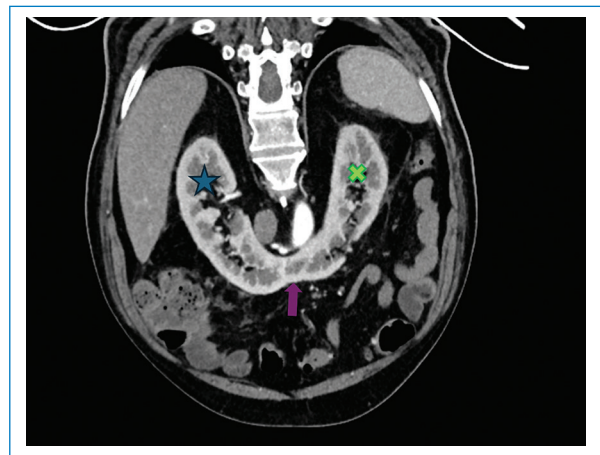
Urotomografía contrastada en fase corticomedular. En el corte coronal se distinguen el riñón derecho (estrella) y el riñón izquierdo (aspa) fusionados mediante un istmo parenquimatoso (flecha). Los riñones alcanzan a localizarse en las fosas renales, a excepción de sus polos inferiores fusionados, que atraviesan la línea media retroperitoneal.
